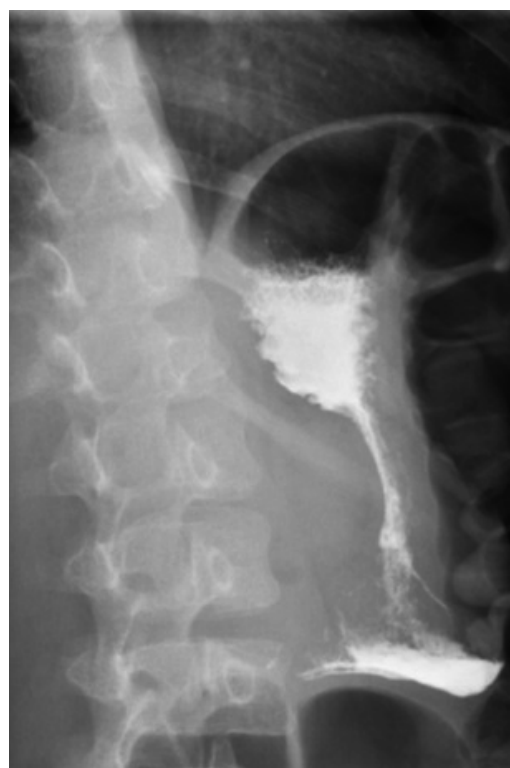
Рентгенограмма желудка с контрастом, выполненная через 15 мин от начала исследования.
